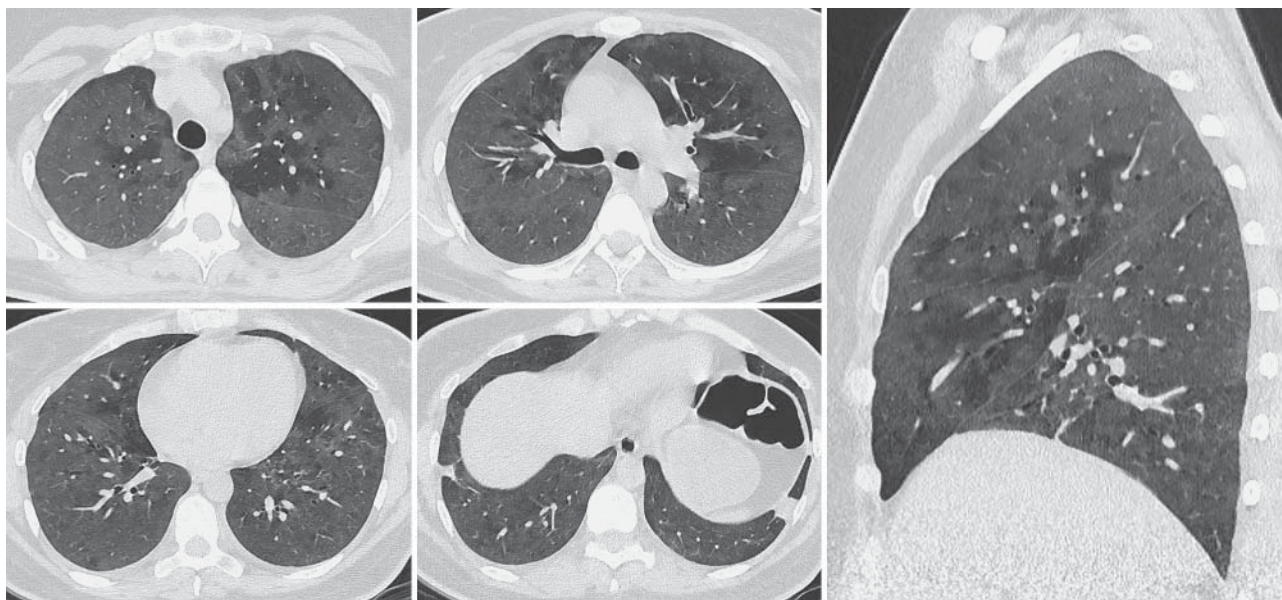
КТ ОГК в аксиальной и сагиттальной проекциях от 04.04.2020. Пациентка 45 лет. Двустороннее тотальное снижение воздушности легких по типу “матового стекла” без какого-либо характерного распространения и ретикулярных изменений. Предположена пневмоцистная пневмония. В дальнейшем – положительный иммуноблоттинг на ВИЧ, впервые выявленный. Первичный анализ на COVID-19 (ПЦР) – отрицательный.
